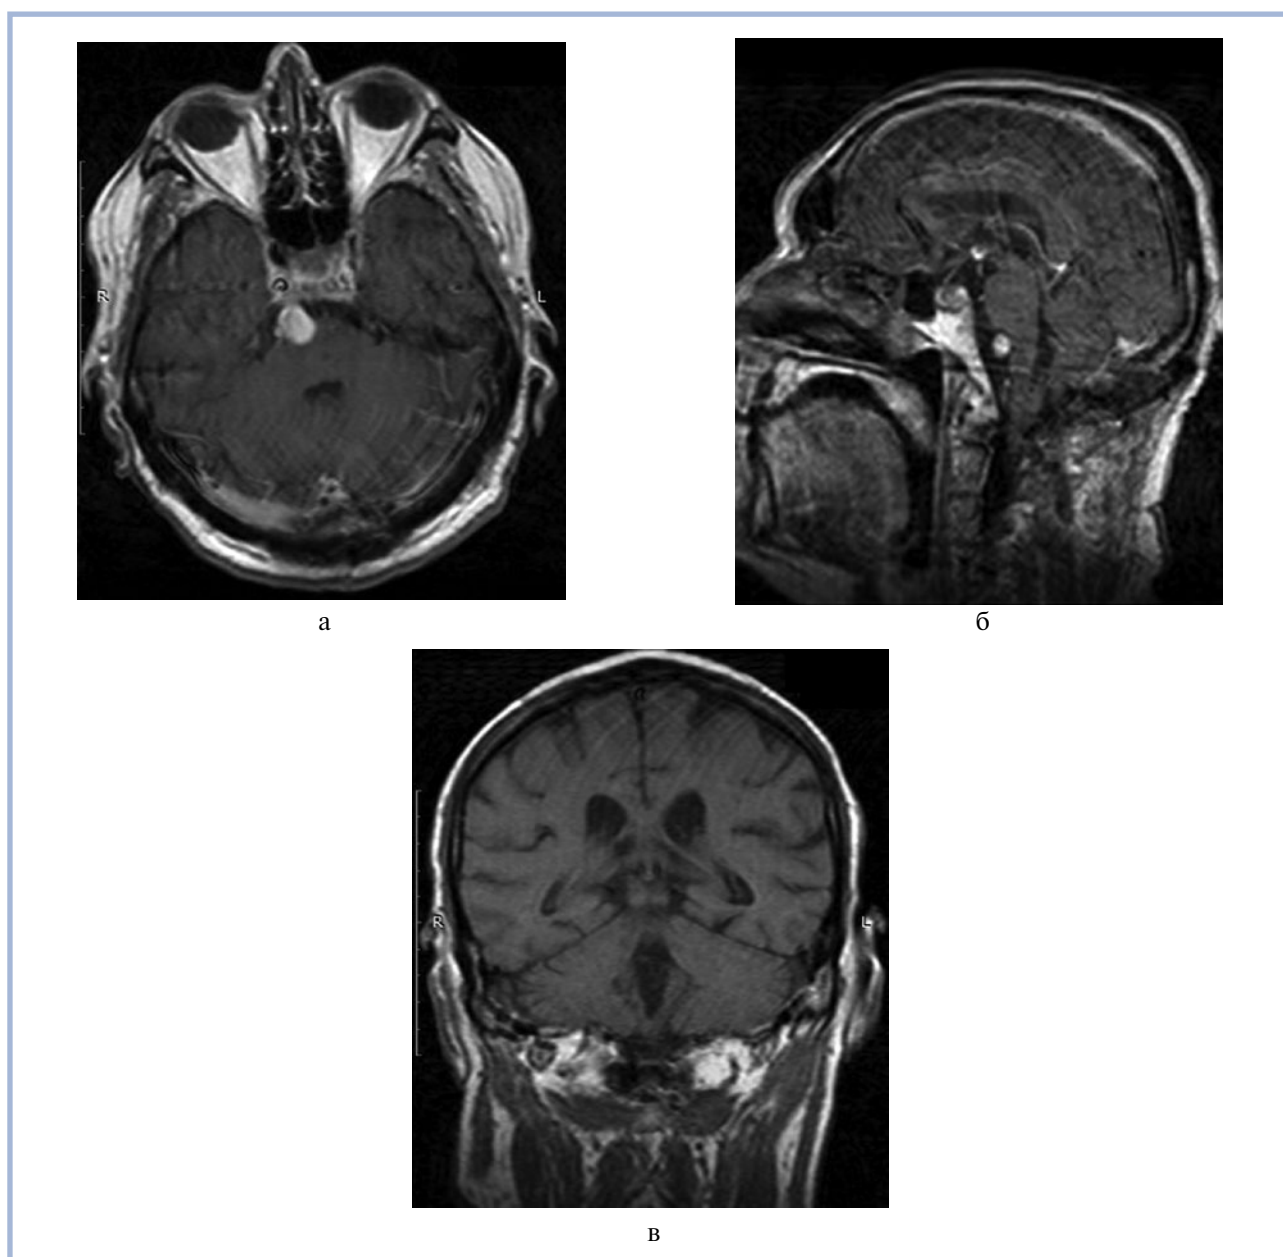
Больной П. Послеоперационные МРТ.
